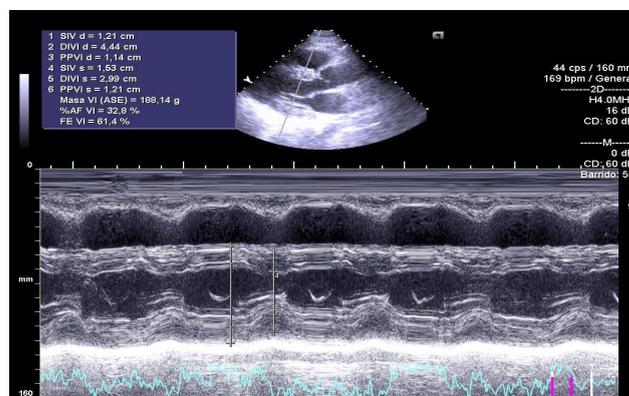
Ecocardiografía (II).
